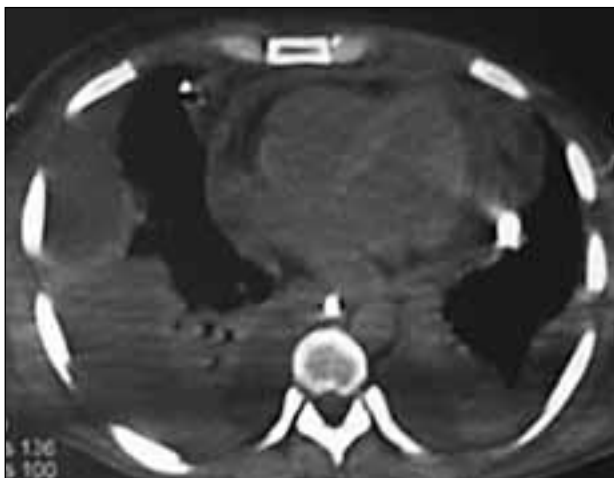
TC torace: presenza di raccolta purulenta mediastinica e pericardica con versamento pleurico consensuale bilaterale.
